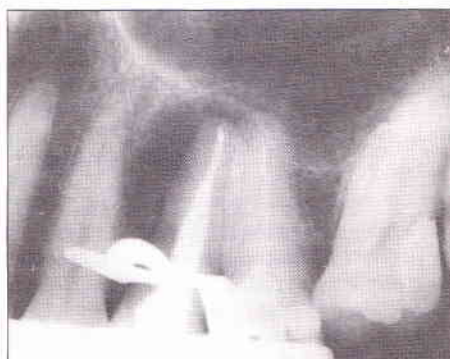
Radiografia final, após obturação do canal radicular
